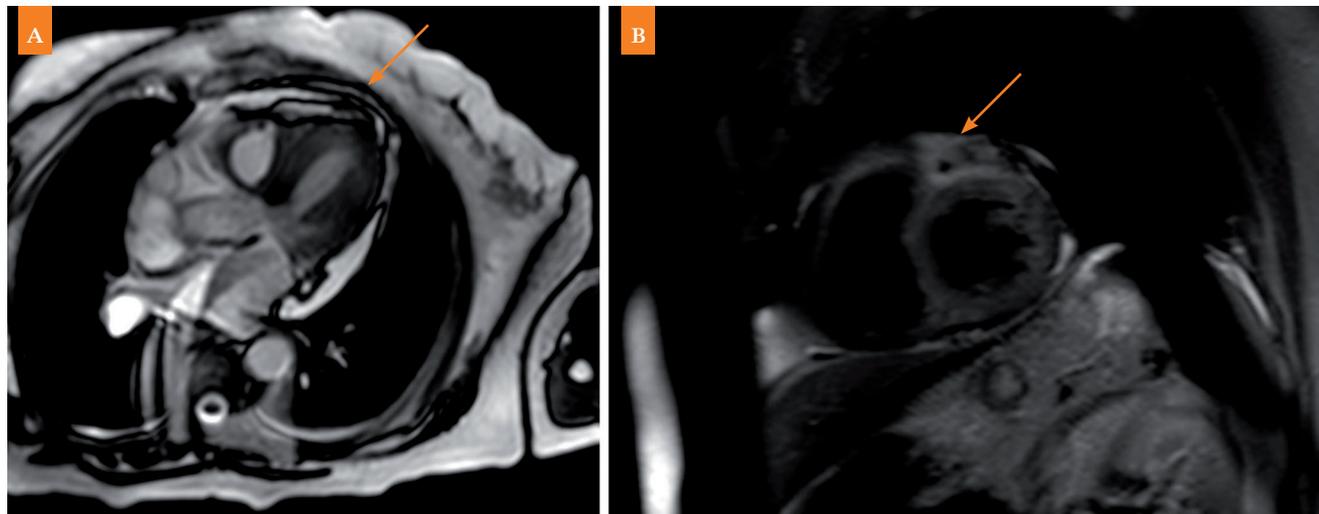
Resonancia magnética del corazón: A) edema miocárdico anterior y B) realce lateral. Fuente: los autores.
